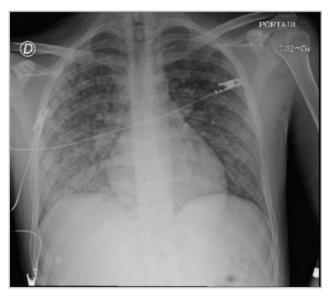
Radiografía de tórax. Opacidades alveolares centrales y periféricas en ambos campos pulmonares, tendencia a la consolidación bibasal con predominio en hemitórax derecho, sin derrames, no cardiomegalia.
